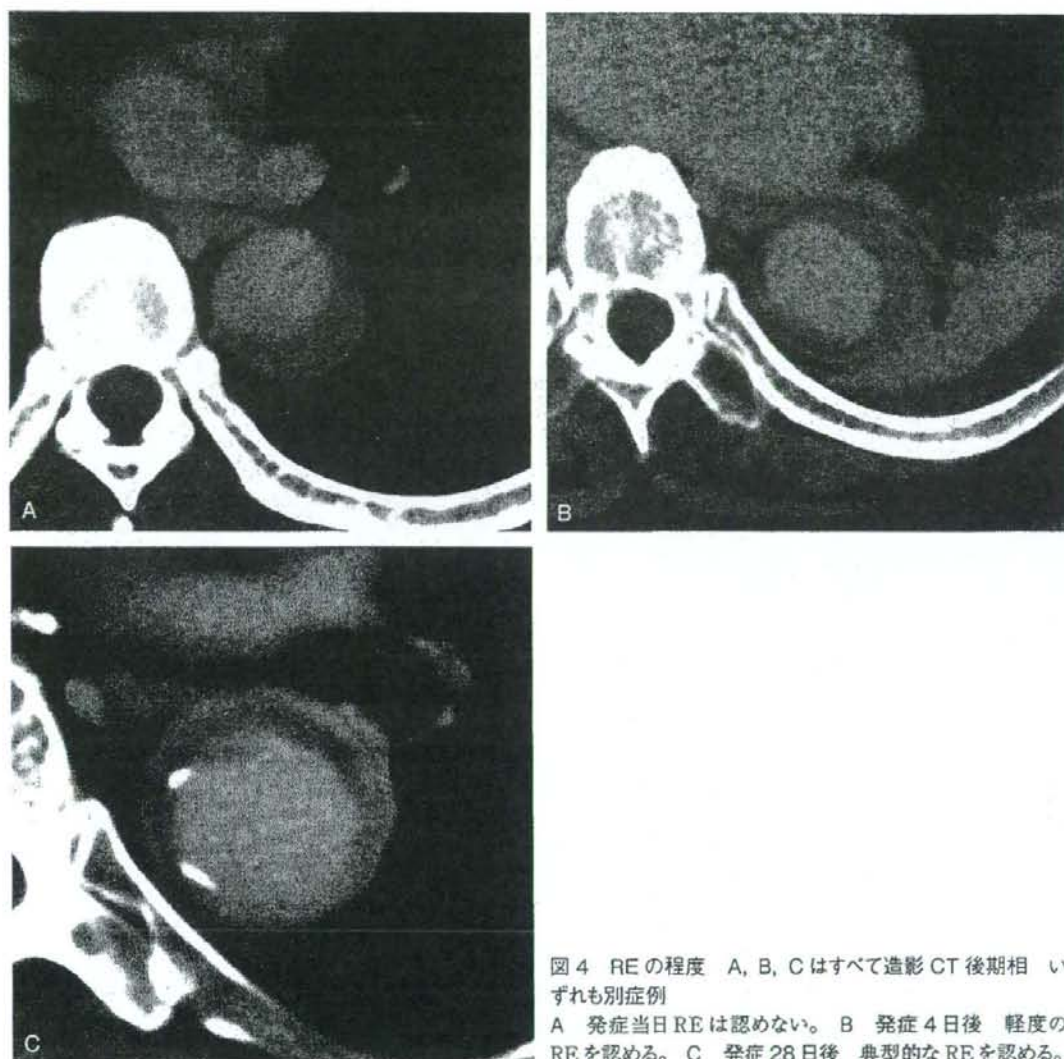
REの程度 A, B, Cはすべて造影CT後期相 いずれも別症例
